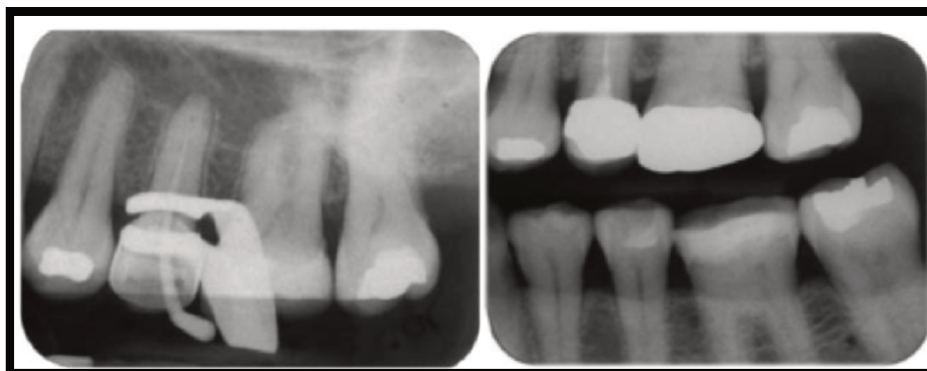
Radiografia *ante-mortem* (2006) à esquerda e radiografia *post-mortem* (2009) à direita. Radiografia *post-mortem* apresenta diferenças em relação à *ante-mortem* – discrepâncias explicáveis (adaptado de Hinchliffe, 2011).
